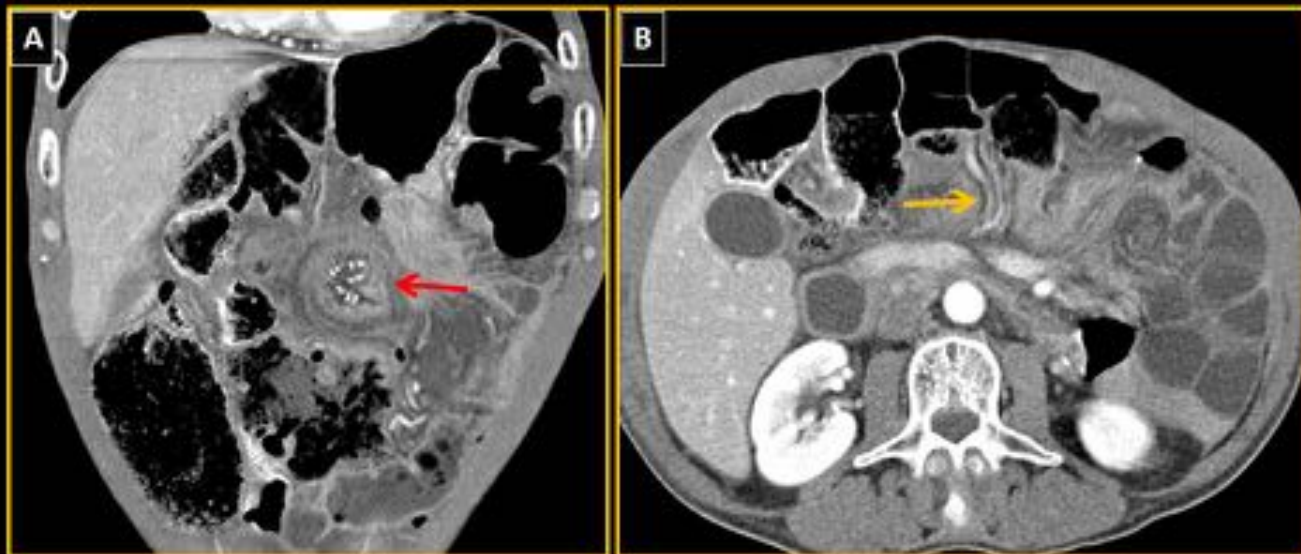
Obstrucción de intestino delgado secundaria a un episodio agudo de enfermedad de Crohn. (A) TC coronal muestra dilatación de asas de intestino delgado. (B) En un corte coronal más posterior, se aprecia un íleon terminal engrosado y con aumento de captación de contraste (fleche amarilla) proximal a la zona de intestino dilatada, identificándose el signo del pico (fleche roja) en el corte axial (C).
